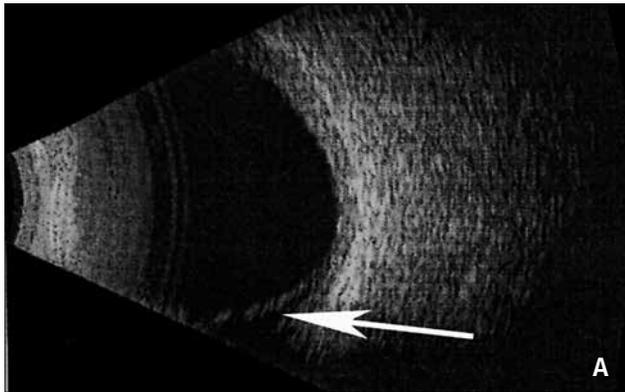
УЗИ-снимок пациентки К., отслойка сосудистой оболочки: А — правого глаза с максимальной высотой до 2,07 мм; Б — левого глаза — до 3,02 мм
